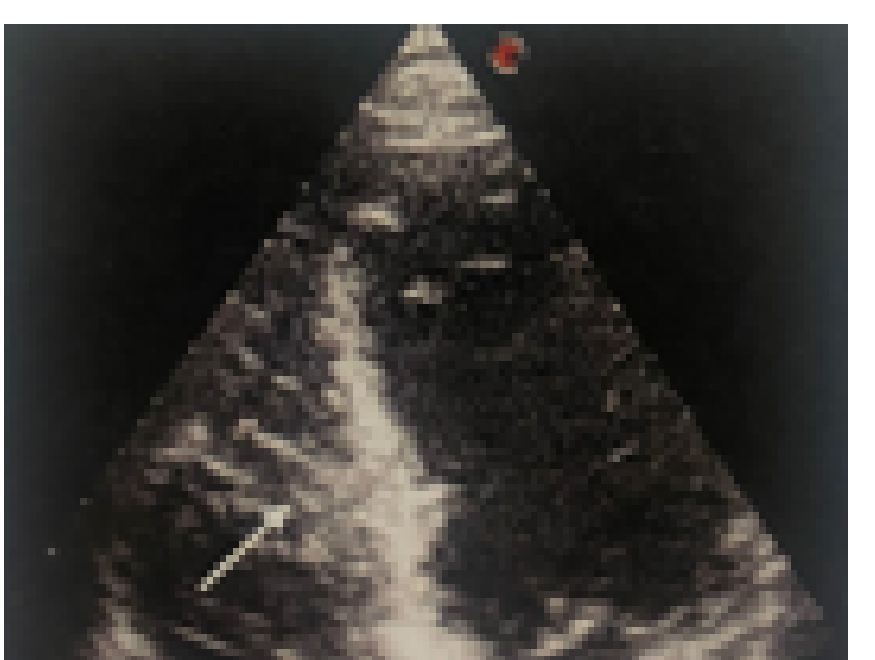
Échocardiographie transthoracique montrant une masse dans le ventricule droit (flèche)
